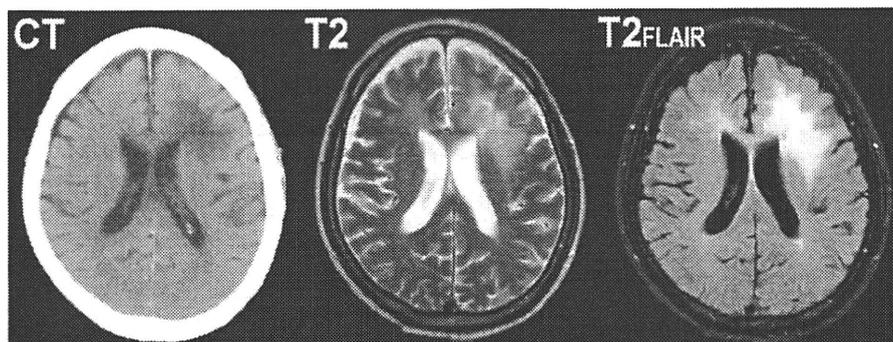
進行性多巣性白質脳症(PML)患者のCT, MRI所見
